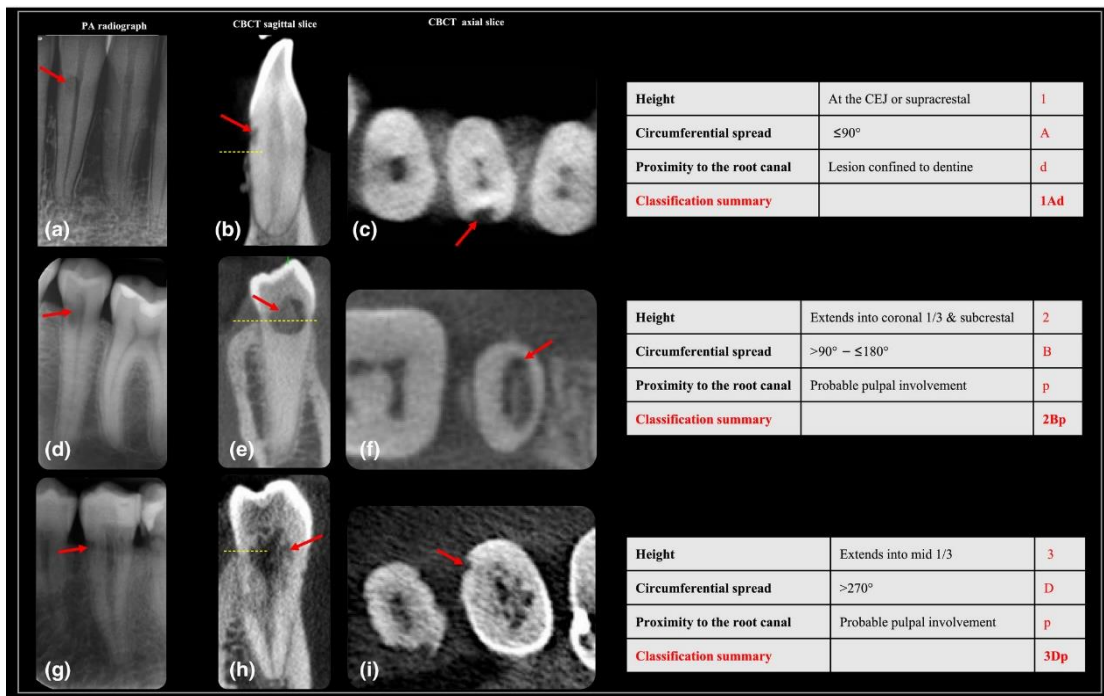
Clasificación 3D; la lesión RCE (flecha roja) y el nivel de la cresta ósea (línea de puntos amarilla). (a) PR del diente 31, (b-c) Imágenes sagitales y axiales de CBCT que muestran los diámetros máximos de la lesión. Esta lesión RCE se puede clasificar en tamaño 1Ad (d) PR del diente 35, (e-f) imágenes axiales y sagitales de CBCT. Esta lesión RCE se puede clasificar en tamaño 2Bp (g) PR del diente 35 (h-i) Imágenes sagitales y axiales de CBCT. Esta lesión RCE se puede clasificar en tamaño 3Dp. (27)
